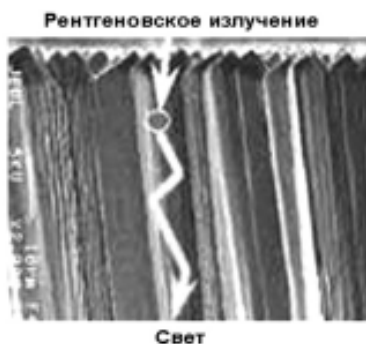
Прохождение рентгеновского излучения через сцинтиллятор.
